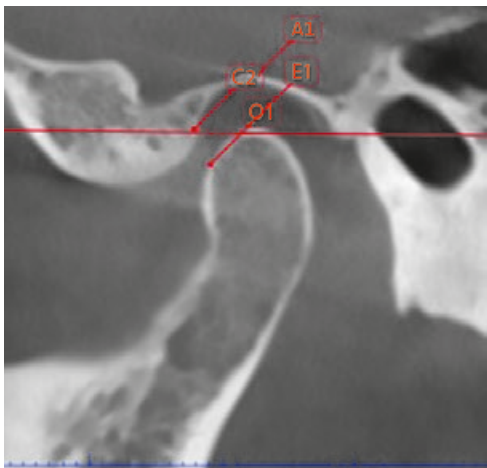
Комп'ютерна томограма суглобових щілин скронево-нижньощелепного суглоба
